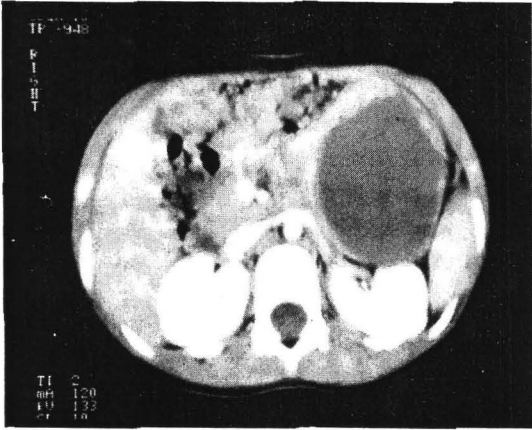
Abdominal CT scan of case 2. A well encapsulated cystic tumor locates at the tail of pancreas.
